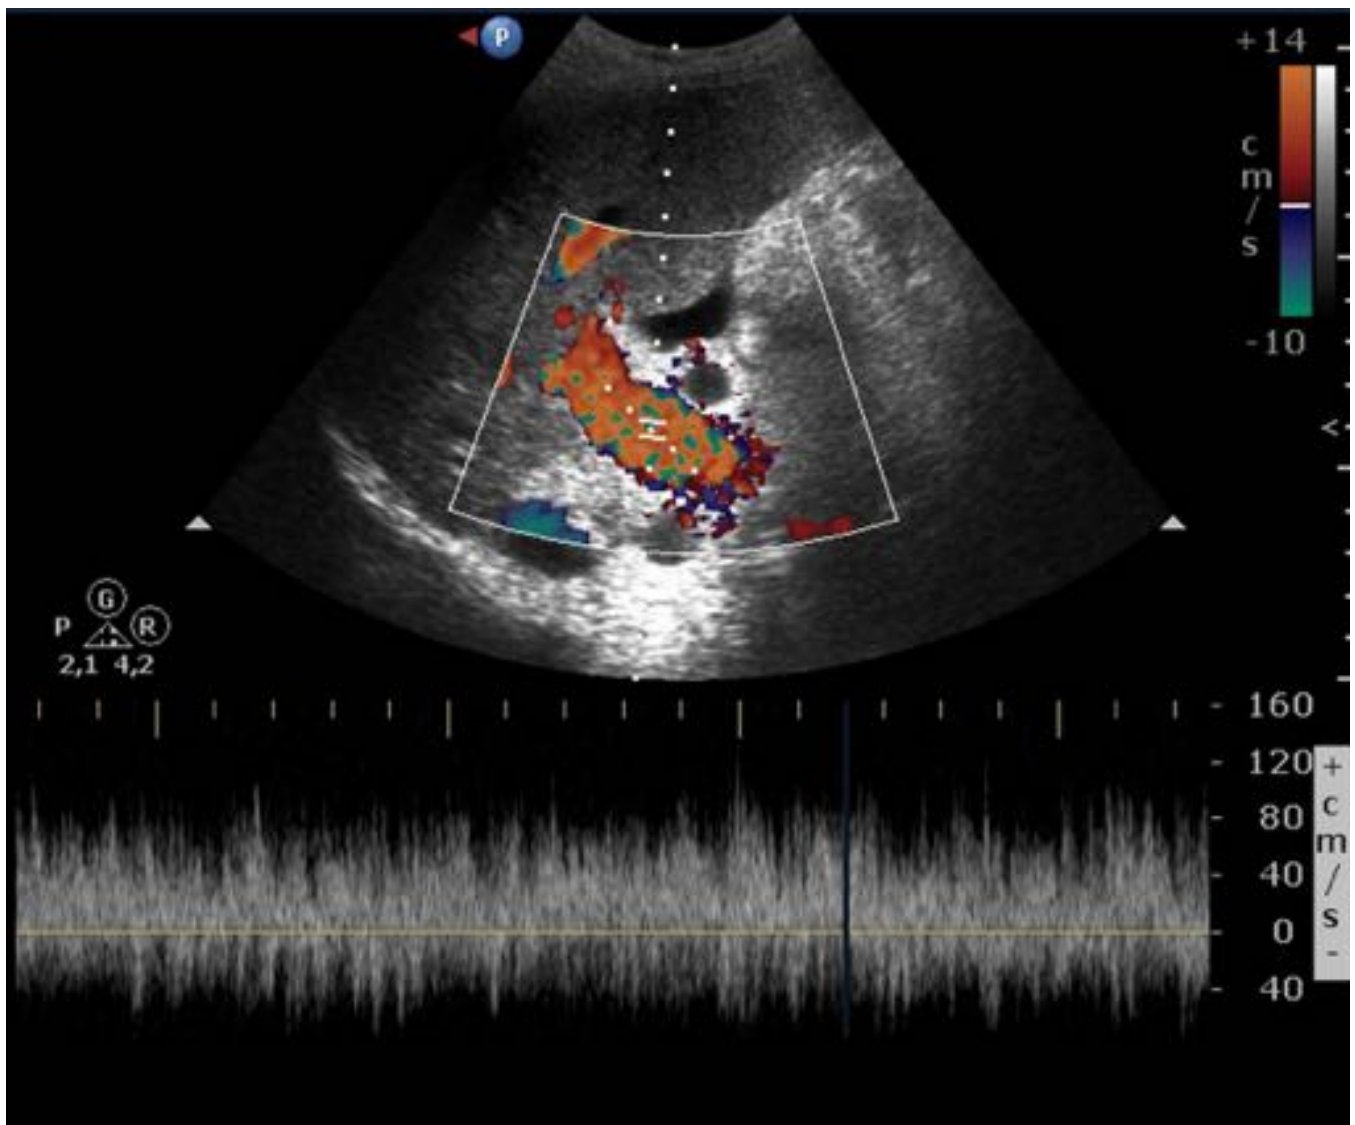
Fig. 7. Registro Doppler normal de la vena porta.
